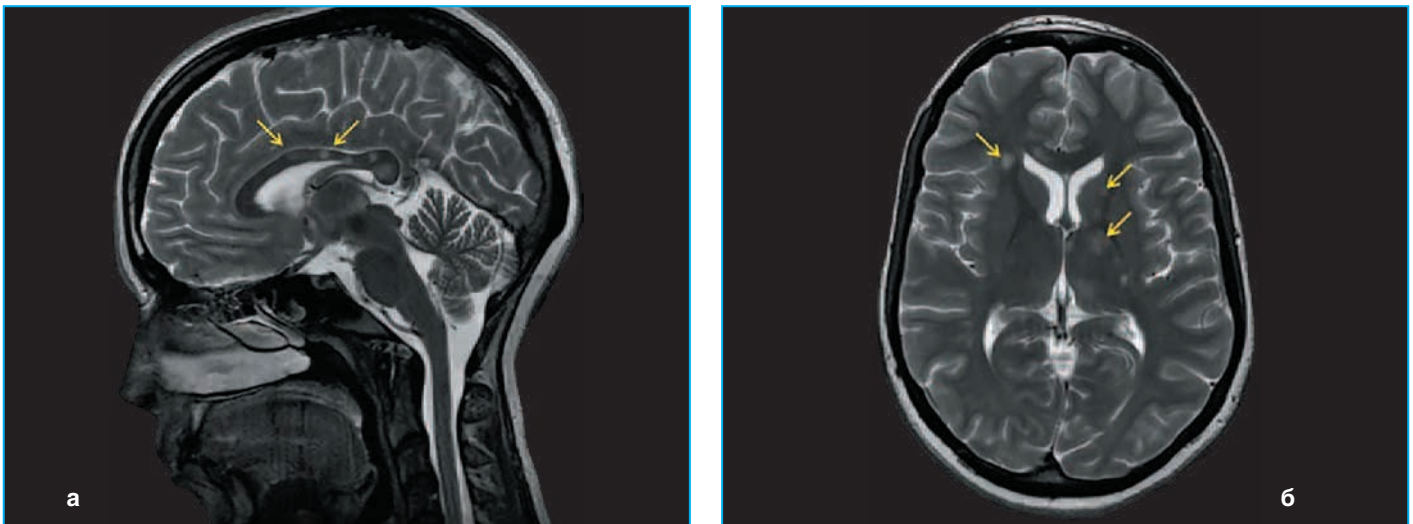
а. «Снежные шары» в центральной части мозолистого тела по данным T2-режима МРТ (стрелки); б. Перивентрикулярные очаги на аксиальном срезе головного мозга (стрелки) (по Vishnevskia-Dai V. et. al., 2016 [17])
